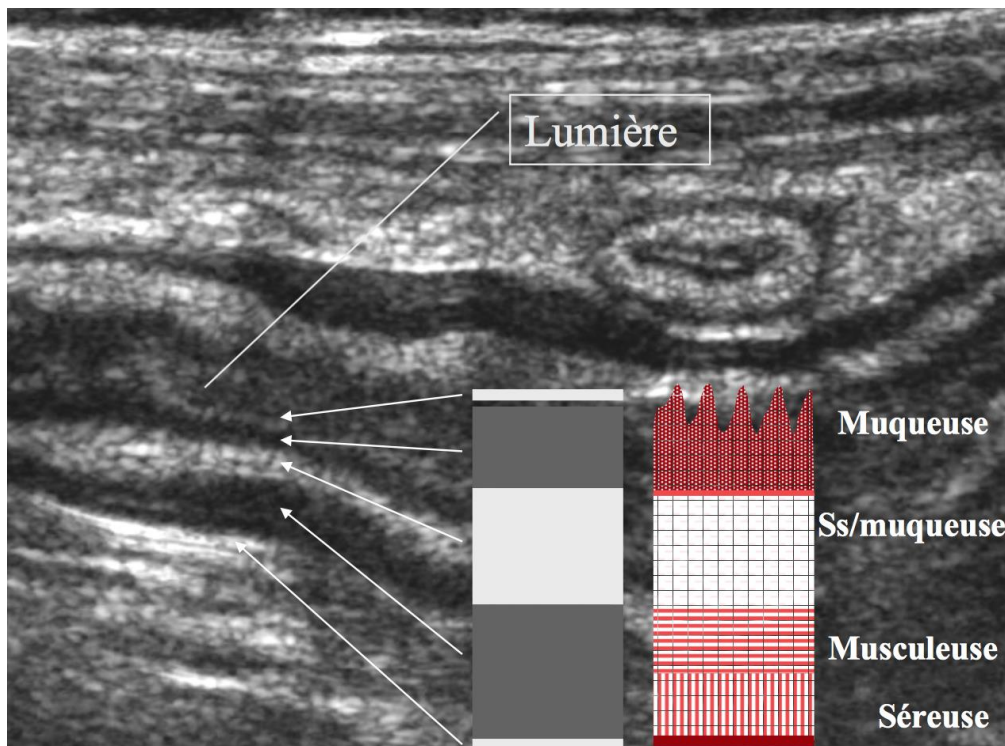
Différentes couches pariétales de l'intestin visibles en échographie.
